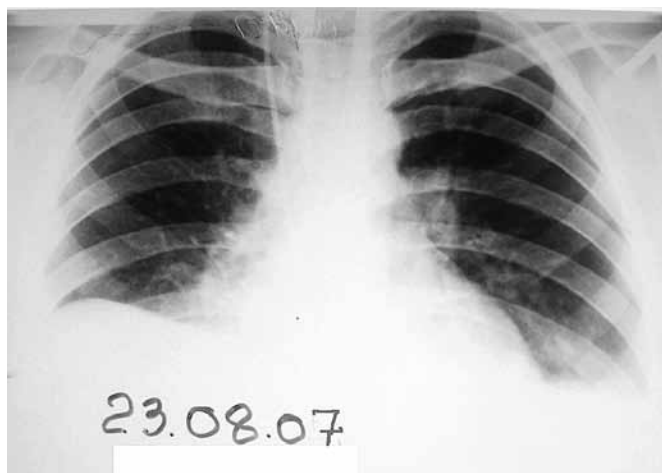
Обзорная рентгенограмма в прямой проекции больной Ш. Правосторонний свободный наддиафрагмальный гидроторакс до уровня переднего отрезка IV ребра по срединно-ключичной линии.
